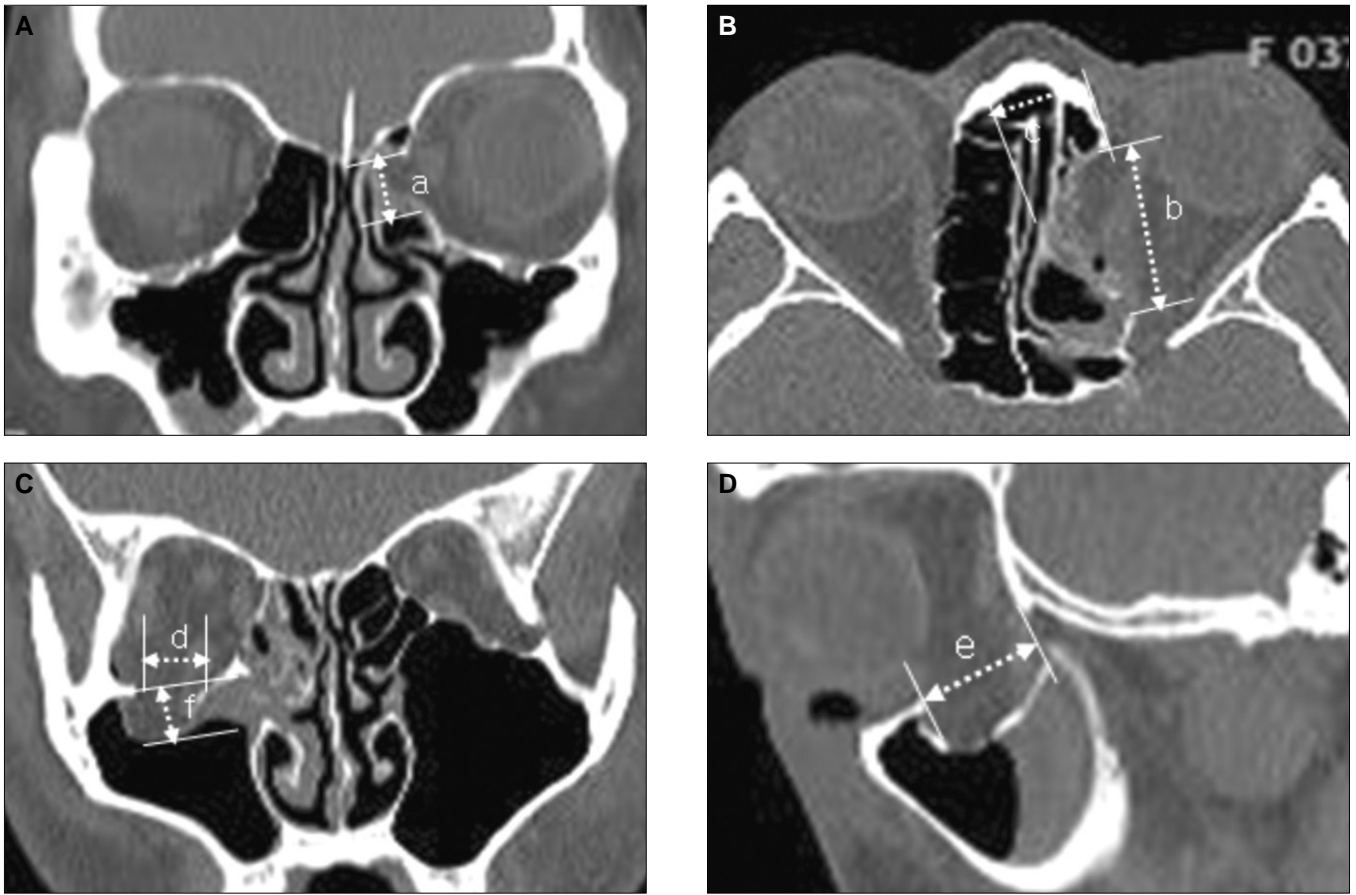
The area of fracture site is calculated from measurements on coronal (A, C), axial (B), and sagittal (D) CT scan. a: Height of medial wall fracture, b: Length of medial wall fracture, c: Degree of medial displacement of the herniated orbital tissue, d: Width of inferior wall fracture, e: Length of inferior wall fracture, f: Degree of inferior displacement of the herniated orbital tissue.
